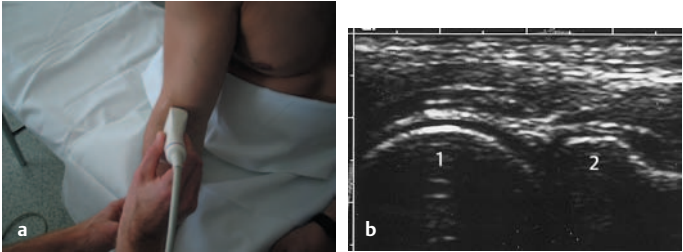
u. b Sonographie des Ellenbogens: Ventraler humero-radialer Längsschnitt. a) Schnittebene, b) Normalbefund, 1 Capitulum humeri und 2 Radiusköpfchen
